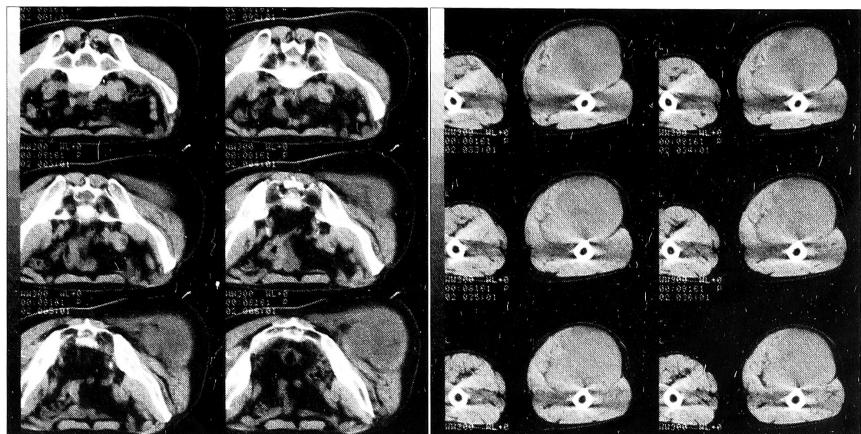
Компьютерная томограмма больного Д. Липосаркома бедра.
